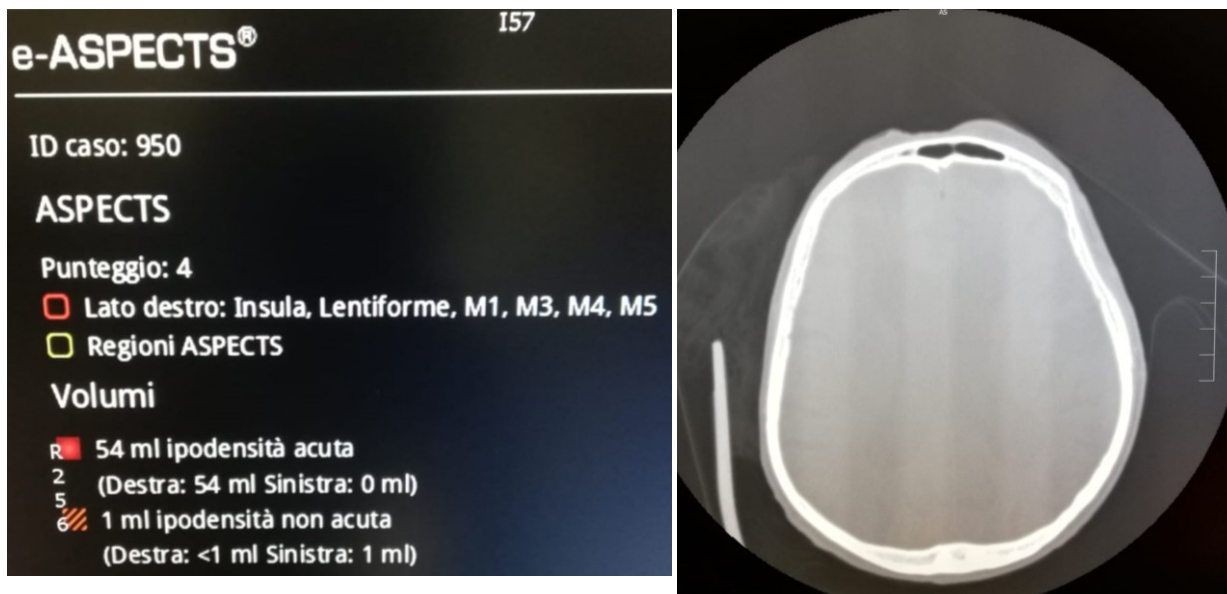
Punteggio ASPECTS della prima acquisizione basale del caso ID950, da notare i volumi di ipodensità calcolati dal software da confrontare il successivo calcolo (fig.18). A destra, l'immagine TC in cui è possibile vedere la presenza del dispositivo di contenimento non uniforme (sinistra dell'immagine che corrisponde alla destra del paziente) e del cuscinetto poggiatesta spostato dalla sede di posizionamento standard.
